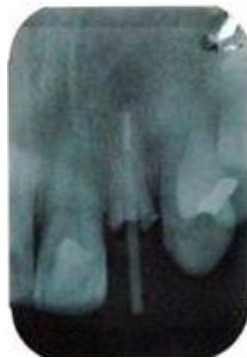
Radiografía periapical de colocacion del poste intrarradicular.
